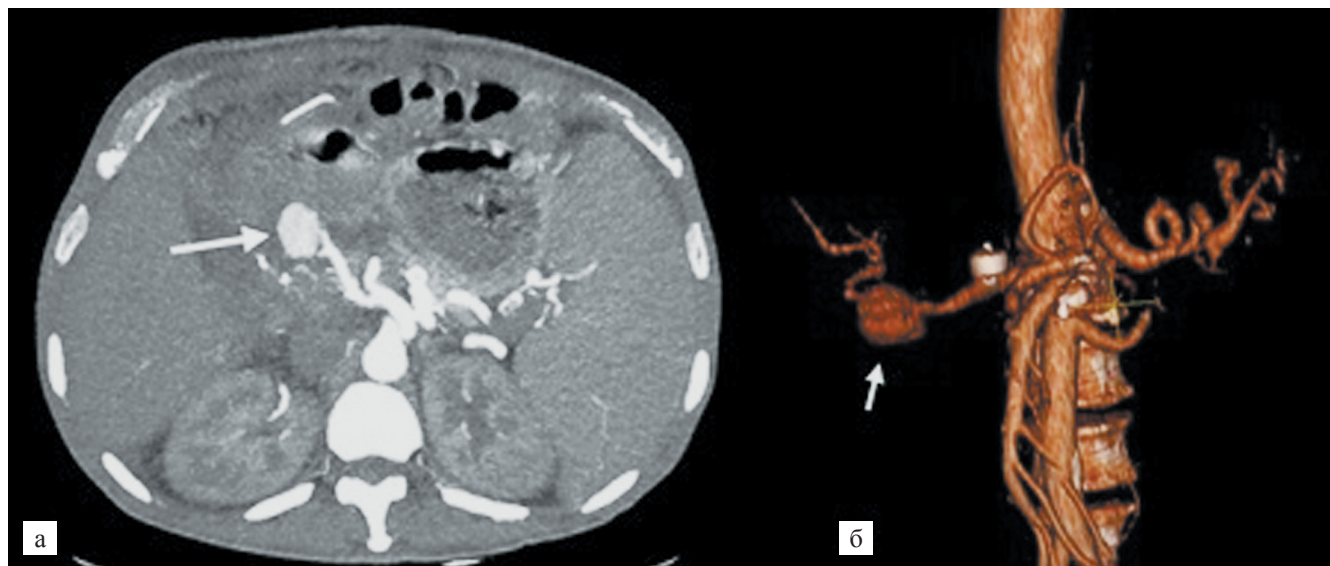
Мультиспиральная компьютерная томография с контрастным усилением. Стрелкой указано место развития псевдоаневризмы печеночной артерии после трансплантации печени: а – коронарная проекция; б – трехмерная реконструкция [161]
